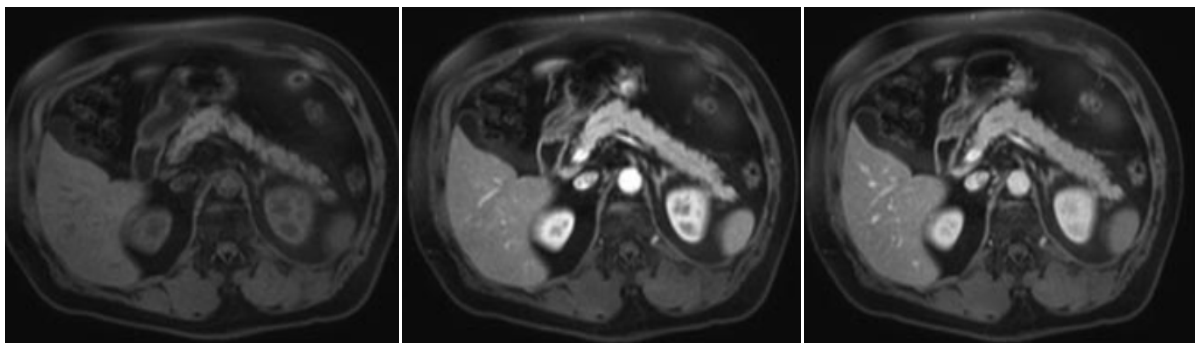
IRM pancréatique en coupe axiale (68).
